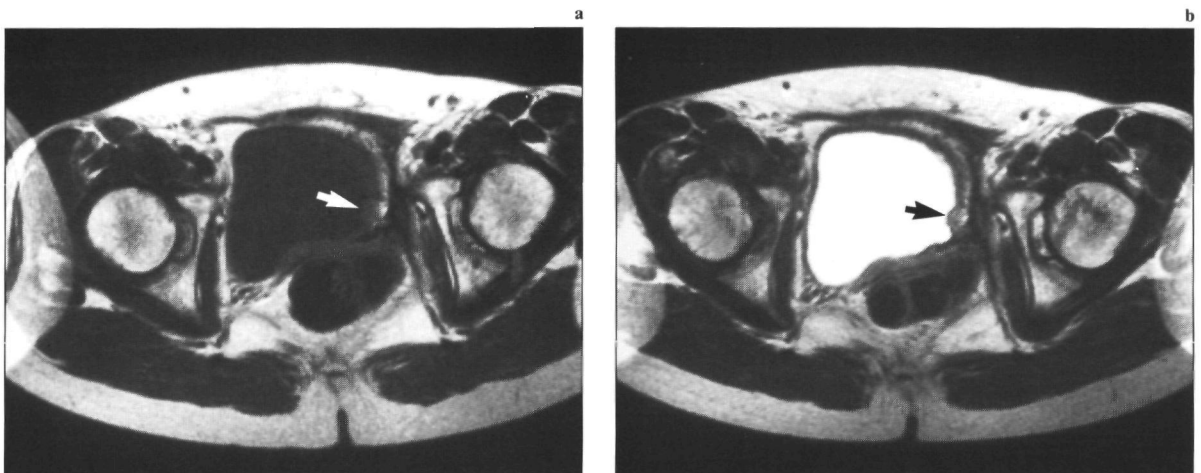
(a) Op de transversale MRI-opname (1,5 T; SE/800/30/2) is er een lokale verdikking zichtbaar van de urineblaaswand aan de linker zijde (pijl). (b) Deze kan echter veel beter beoordeeld worden na i.v. injectie van 2 ml. Gd-DTPA (zelfde instelling en parameters).
